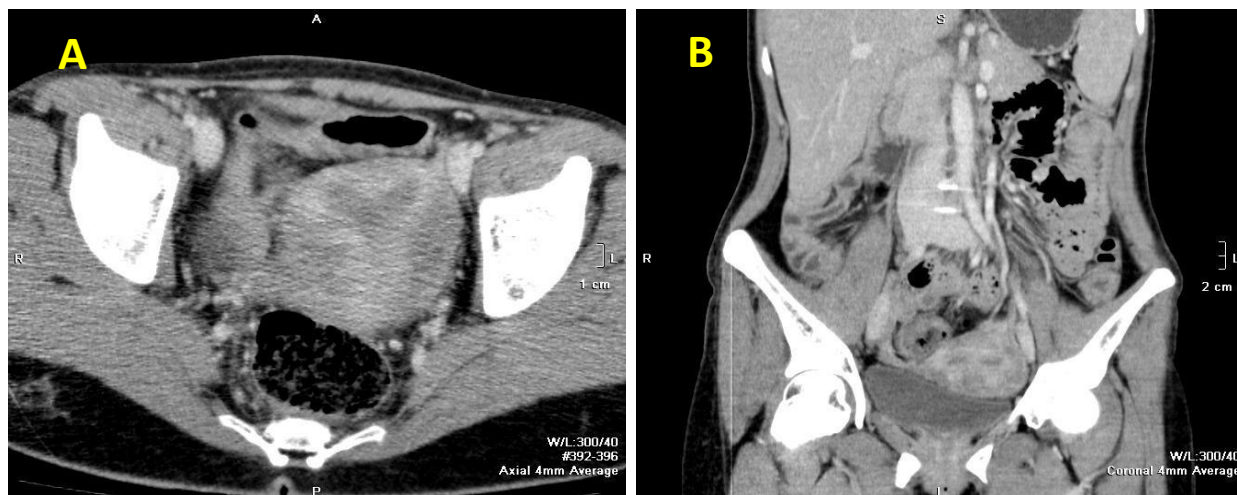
TC pacientei C., 28 ani, plan axial (A) și plan coronal (B), faza venoasă, uter septat parțial, clasa U2aC0V0
